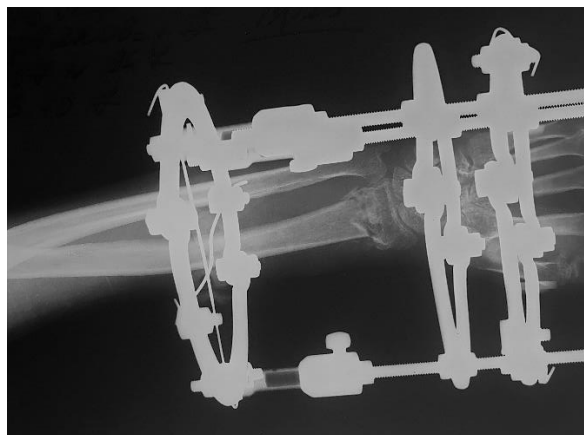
Интраоперационная контрольная рентгенограмма.
